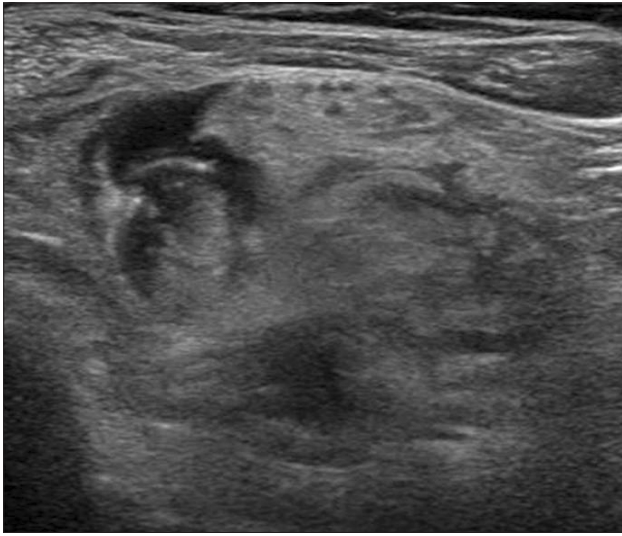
Ultrasonography on right knee. Inhomogeneous mass connected on tibial nerve.
